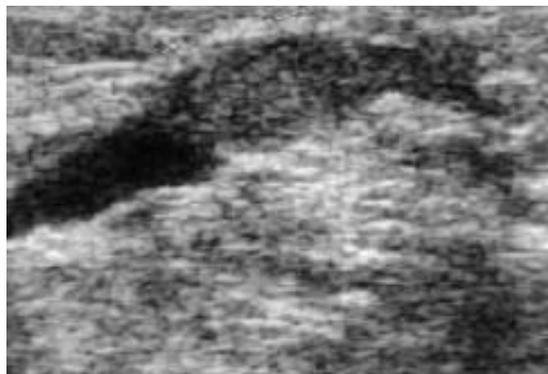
Aspect échographique du papillome: masse échogène au sein d'un canal dilaté (Bi-Rads 4) [20].
